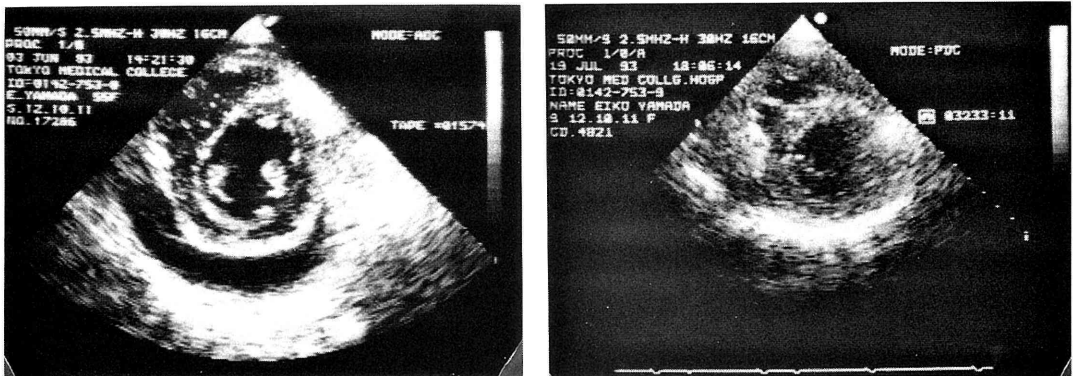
症例 1 における治療前後の心エコーを示す。左は治療前で中等量の心嚢液を認めた。治療後（右）は認めていない。
